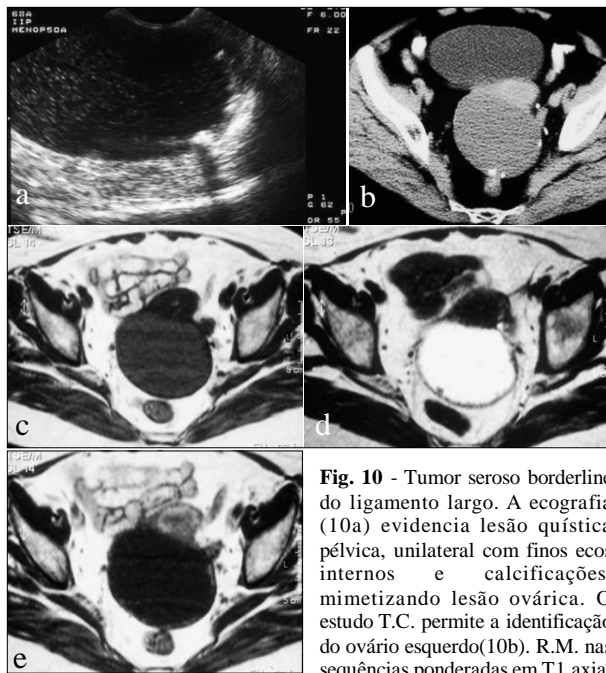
Tumor seroso borderline do ligamento largo. A ecografia (10a) evidencia lesão quística pélvica, unilateral com finos ecos internos e calcificações, mimetizando lesão ovárica. O estudo T.C. permite a identificação do ovário esquerdo (10b). R.M. nas sequências ponderadas em T1 axial (10c); T2 axial (10d) e T1 com administração de contraste (10e) é posto em evidência o efeito de massa da lesão que condiciona desvio anterolateral do útero e posterior do recto e a captação de contraste pelas vegetações sólidas milimétricas da parede que correspondiam às calcificações detectadas na T.C. O estudo anátomo-patológico confirmou a origem extra-ovárica da lesão, identificando um tumor seroso borderline do ligamento largo esquerdo.
